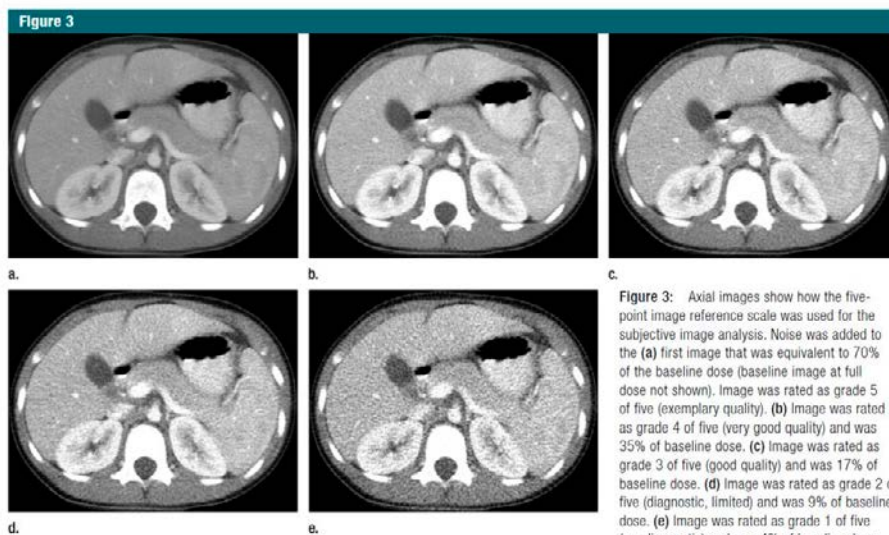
Axial images show how the five-point image reference scale was used for the subjective image analysis. Noise was added to the (a) first image that was equivalent to 70% of the baseline dose (baseline image at full dose not shown). Image was rated as grade 5 of five (exemplary quality). (b) Image was rated as grade 4 of five (very good quality) and was 35% of baseline dose. (c) Image was rated as grade 3 of five (good quality) and was 17% of baseline dose. (d) Image was rated as grade 2 of five (diagnostic, limited) and was 9% of baseline dose. (e) Image was rated as grade 1 of five (nondiagnostic) and was 4% of baseline dose. Reference scale was based on modifications to a clinical image of a 5-year-old CT scan of the abdomen.
